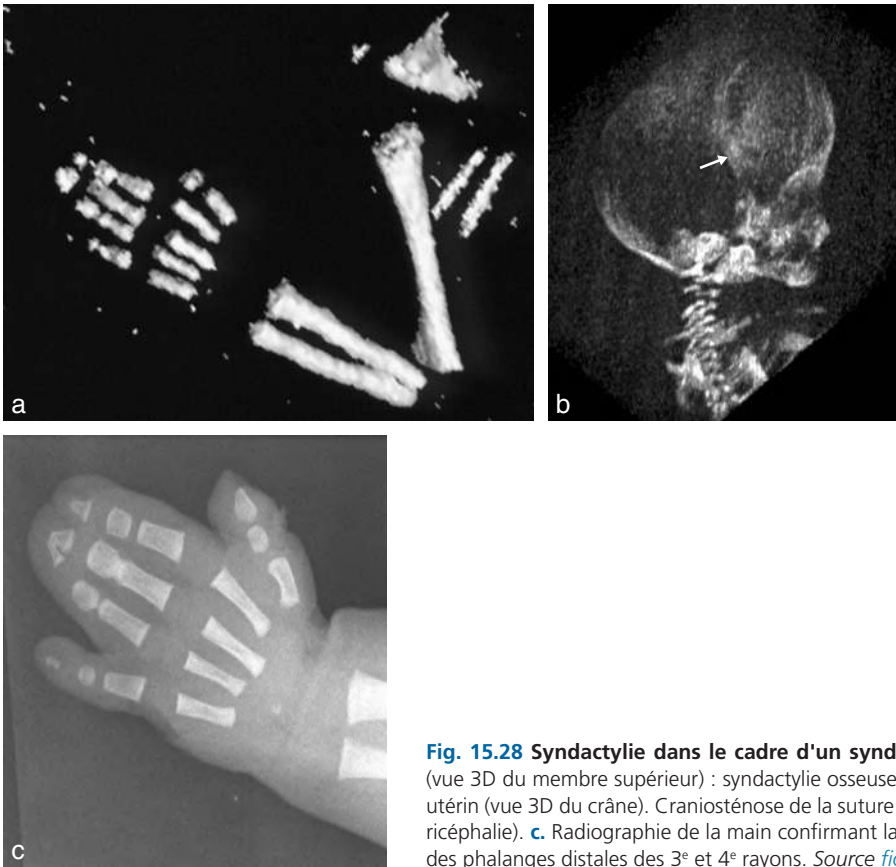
Syndactylie dans le cadre d'un syndrome d'Apert. a. Scanner du contenu utérin (vue 3D du membre supérieur) : syndactylie osseuse des 2^e, 3^e et 4^e doigts. b. Scanner du contenu utérin (vue 3D du crâne). Craniosténose de la suture coronale (→) entraînant un front très haut (turricéphalie). c. Radiographie de la main confirmant la syndactylie, des 2^e, 3^e et 4^e rayons avec fusion des phalanges distales des 3^e et 4^e rayons. Source *fig. 15.28b* : Dr. J. Bigot.
